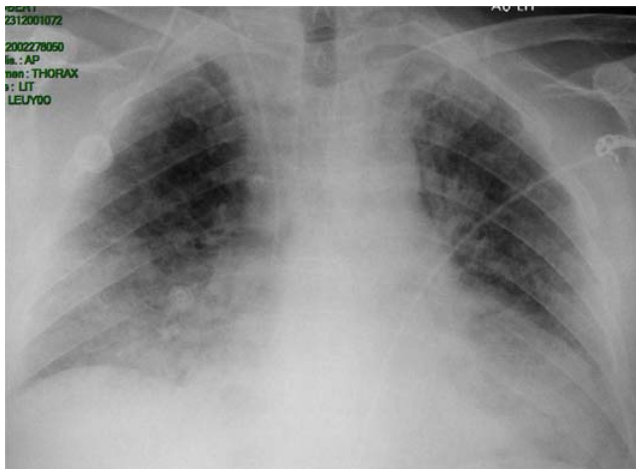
Radiographie thoracique montrant des opacités alvéolaires bilatérales prédominantes
